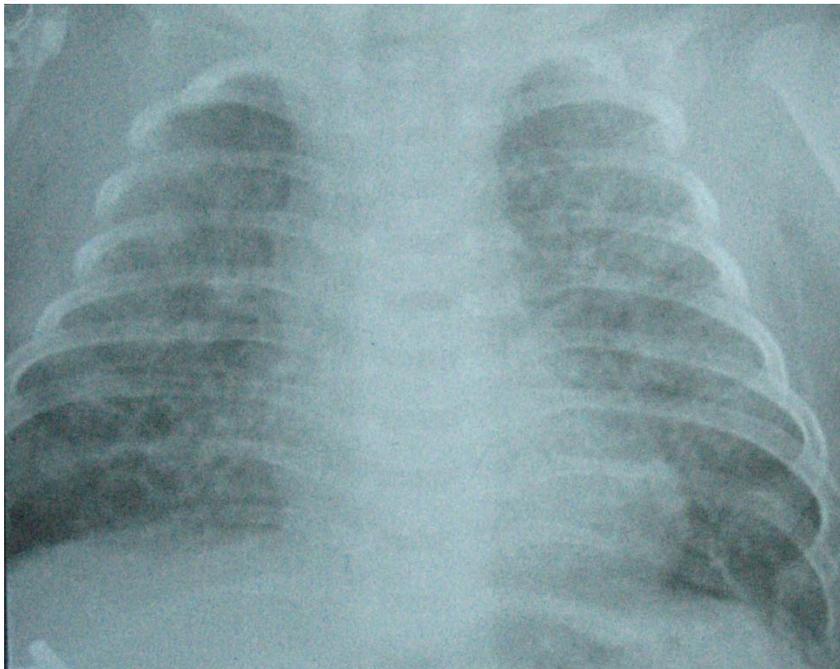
Стадии классической БЛД по W. H. Northway с колл. (1967) на рентгенограммах органов грудной клетки:
